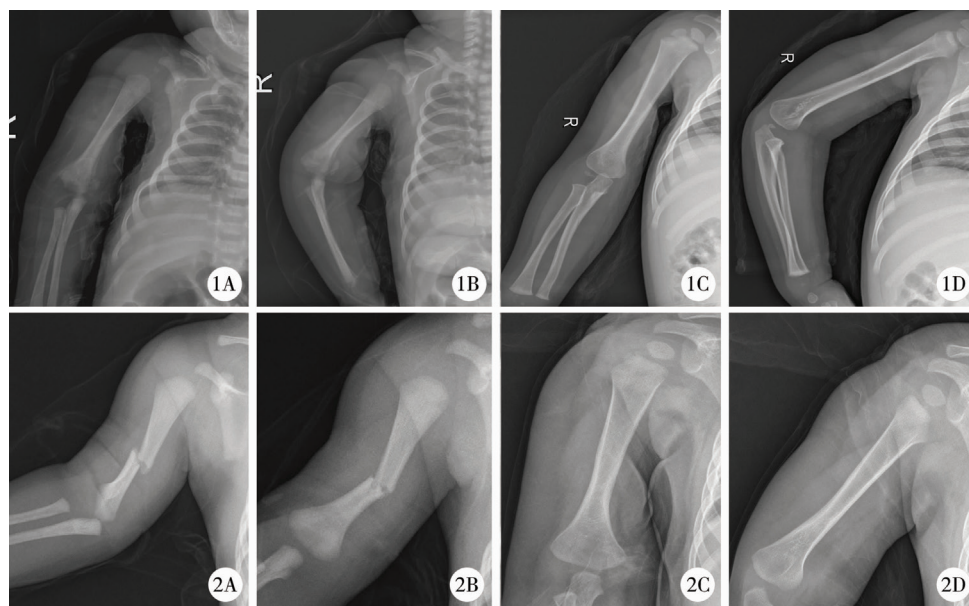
患儿女,伤后14 d于本院骨科就诊,入院时X线片(图A、图B)提示右肱骨远端全骨骺分离以及右锁骨骨折,骨折端可见骨痂形成。予以原位石膏固定。伤后2年末次随访发现骨折愈合及塑型良好,无肘内翻(图C、图D)。图2 患儿男,伤后4 d于本院骨科就诊,入院时X线片(图A、图B)提示右肱骨干横行骨折,予以小夹板固定。伤后1.5年末次随访发现骨折愈合及塑型良好,无明显成角畸形(图C、图D)。
